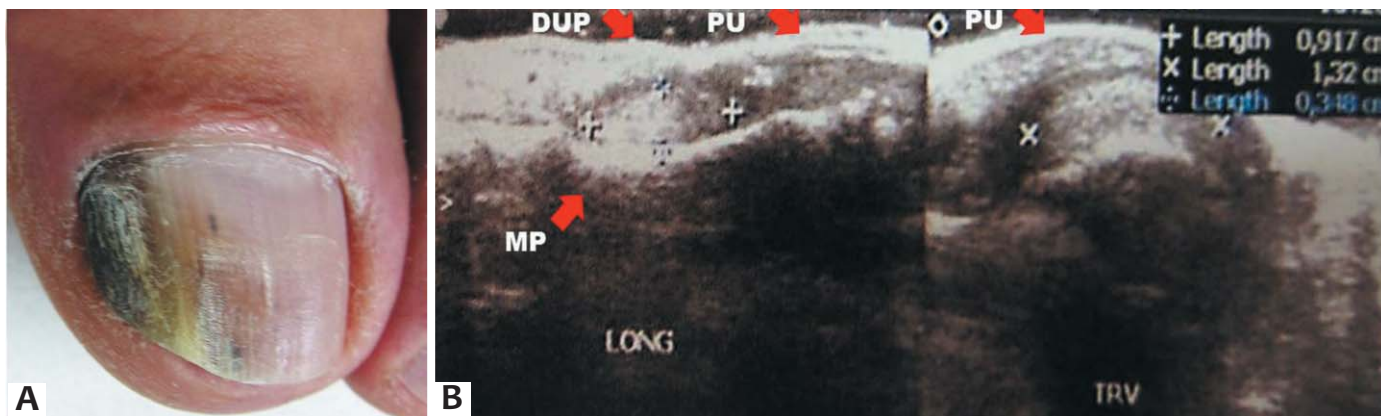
a) Placa ungueal espessada com coloração amarelada simulando onicomicose, observa-se ainda cromoníquia sugestiva de infecção secundária por pseudomonas; b) ultrassonografia mostrando tumor sob a dobra ungueal proximal cortes longitudinal e transversal
